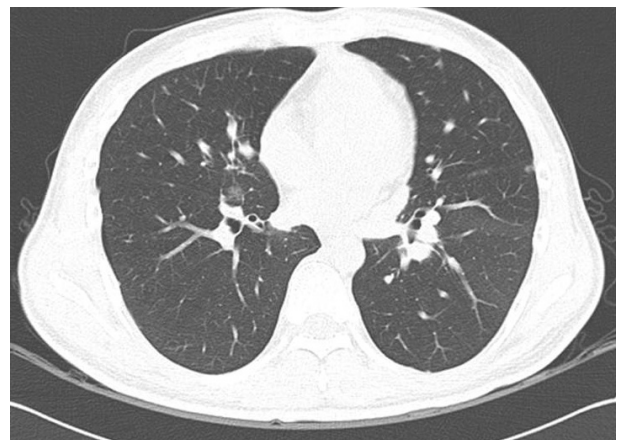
Follow up chest CT shows newly appeared multifocal nodules that are highly suggestive of metastasis in both lungs.
